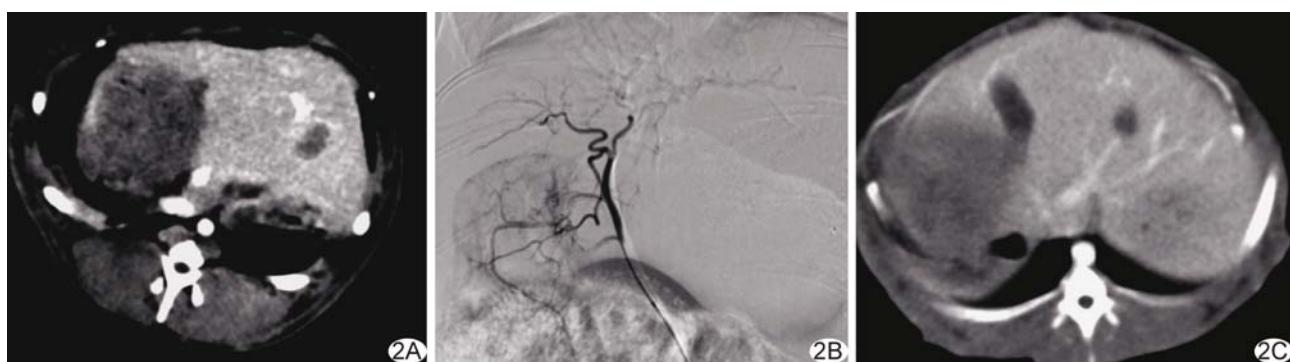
肝亚段栓塞治疗兔VX2肝肿瘤 A. 术前CT示肝左叶环状强化,约1.98 cm×1.69 cm; B. 超选择肝左动脉栓塞; C. 术后第42天增强CT扫描示病变缩小,约1.01 cm×0.86 cm
